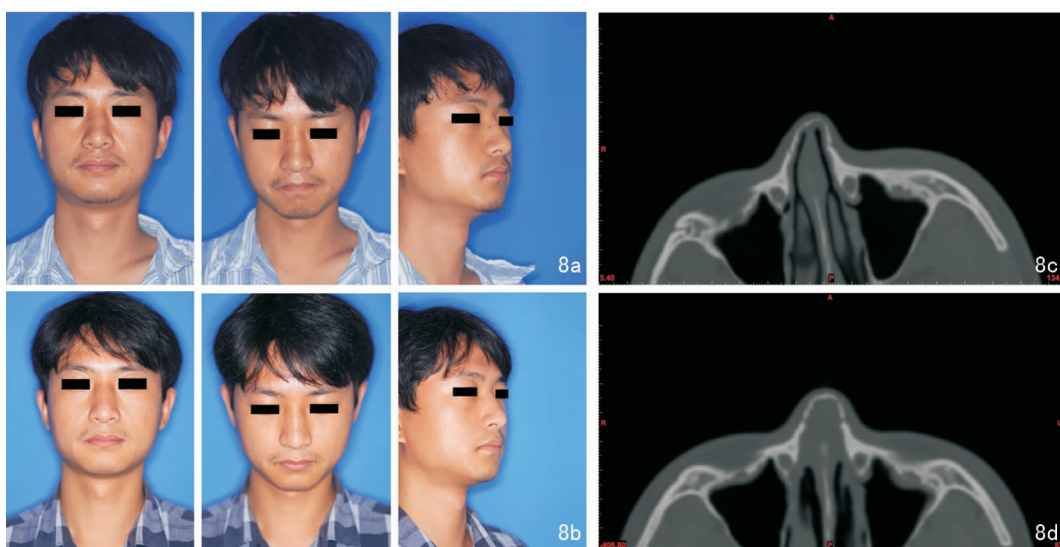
对照组40号患者 8a:术前正位、低头位、左斜位照片;8b:术后2周,正位、低头位、左斜位照片;8c:术前颌面部CT,双侧鼻骨骨折,左侧移位明显;8d:术后2周复查颌面部CT,术后疗效“极好”
